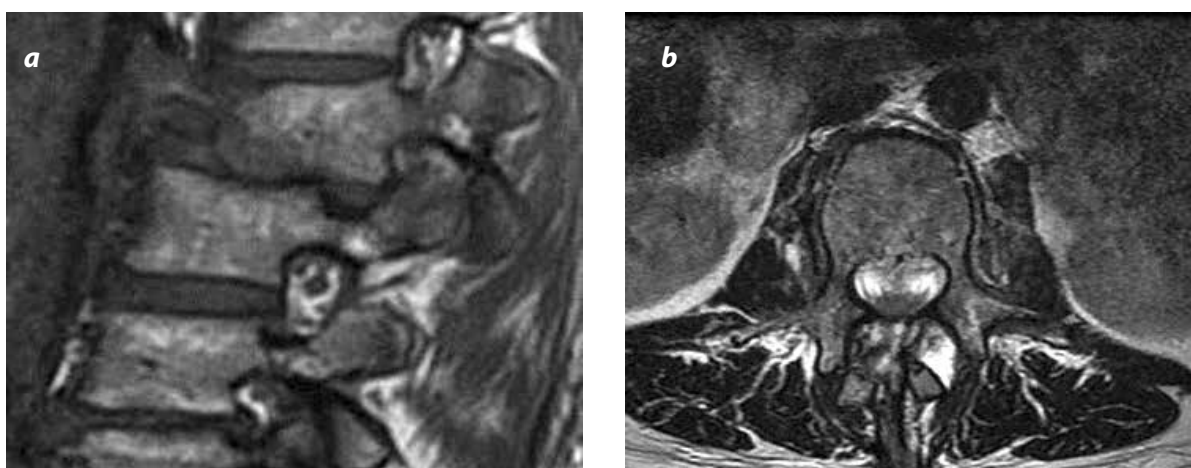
a y b). Fractura B.3.3. Imágenes de RM en corte sagital y axial de luxación postraumática de L2.
